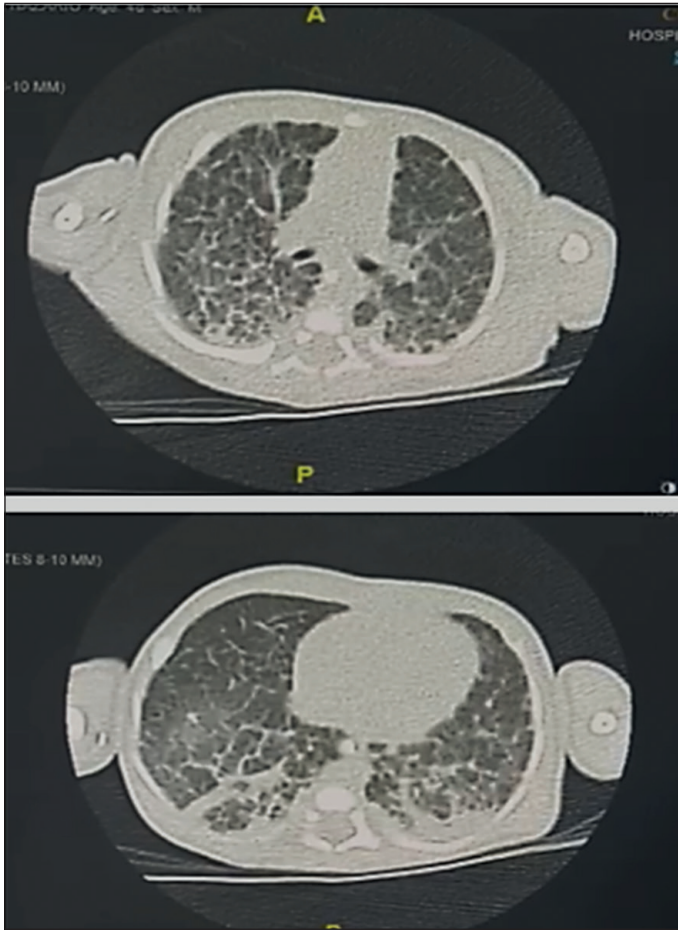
TC de tórax a la edad de 1 mes (corte axial) sin contraste: infiltrados intersticiales, engrosamiento de tabiques, vidrio esmerilado, zonas de condensación en ambos lóbulos inferiores hacia dorsal y zonas quísticas difusas.
